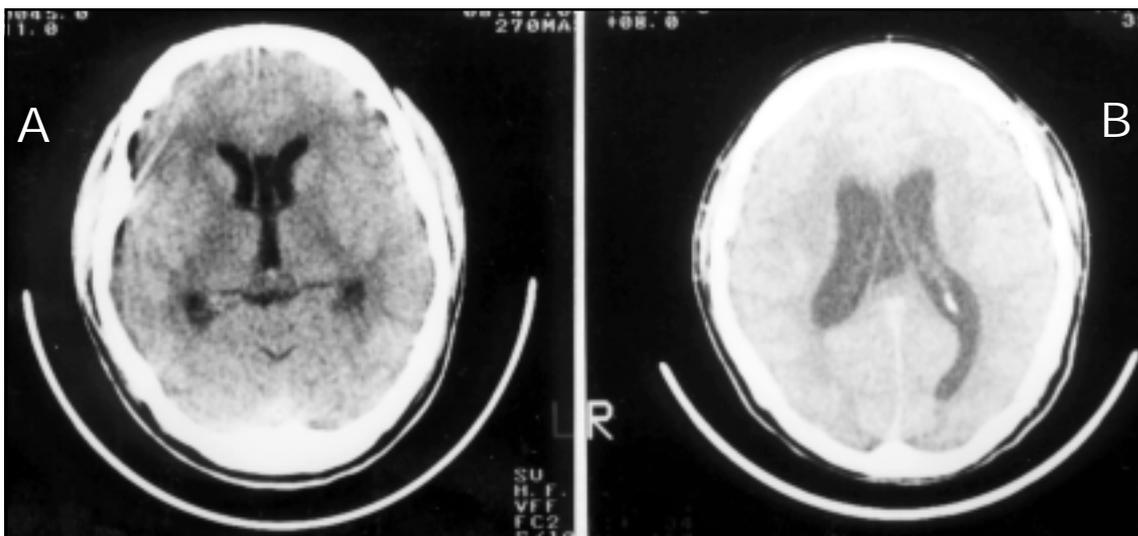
A) TC de crânio (27/10) mostrando dilatação moderada dos ventrículos laterais e terceiro, com ausência de impregnação do contraste na meninge ou nas paredes dos ventrículos. B) TC crânio (01/12) apresentando acentuação dos ventrículos com apagamento dos sulcos corticais, com parênquima cerebral com coeficientes de atenuação preservadas, sem identificar lesão expansiva.
